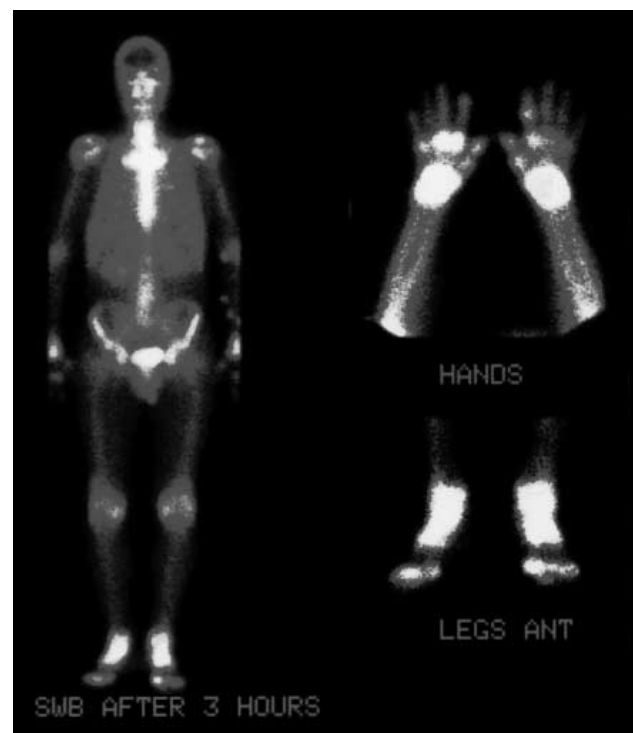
Сцинтиграмма всего тела и отдельных суставов с типичной для РА локализацией процесса (передняя проекция).
